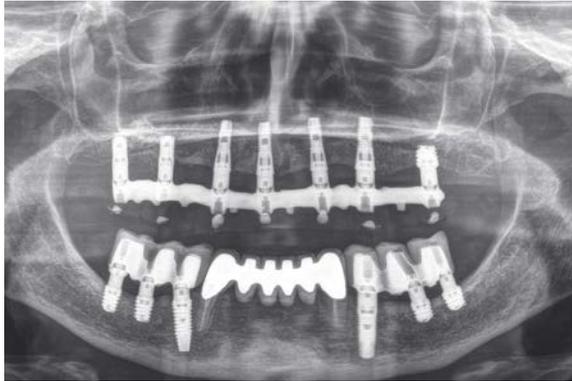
Radiografía con las prótesis finales atornilladas, todas ellas sobre transepteliales, manteniendo los cuatro implantes de la paciente en el arco superior rehabilitados en conjunto con los nuevos mediante el uso de Multi-Im compatibles.
